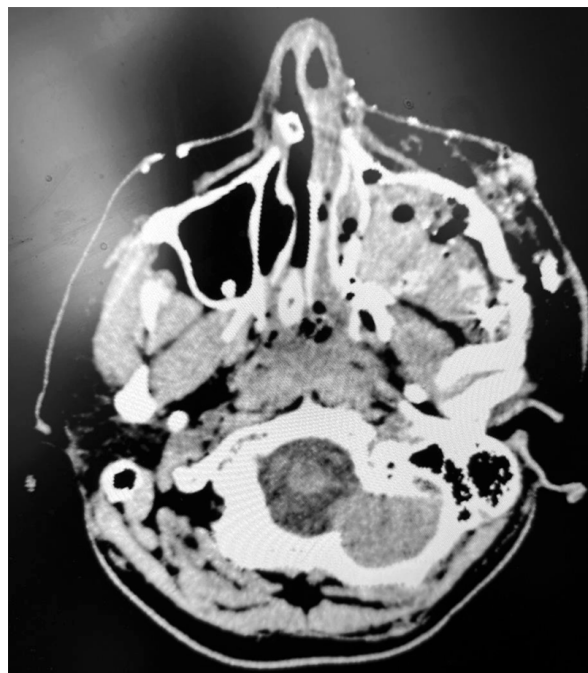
КТ пацієнта з множинною мінно-вибуховою осколковою травмою.
